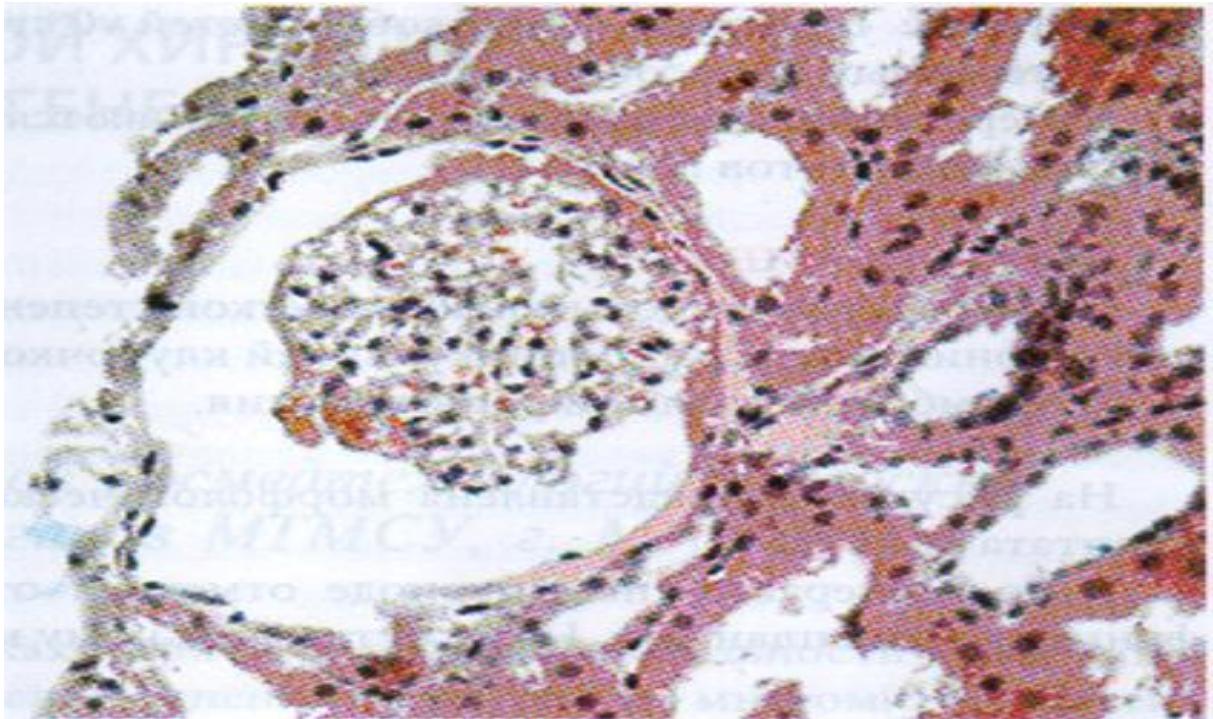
Ранний реперфузионный период (1 – часовая биопсия).
